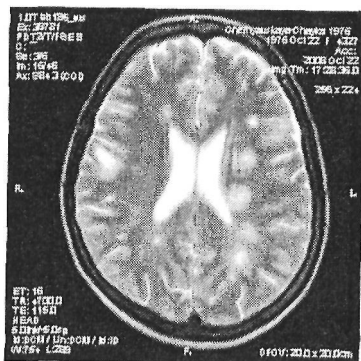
МРТ головного мозга при ОРЭМ: определяются множественные асимметричные очаги демиелинизации белого вещества в перивентрикулярных зонах
